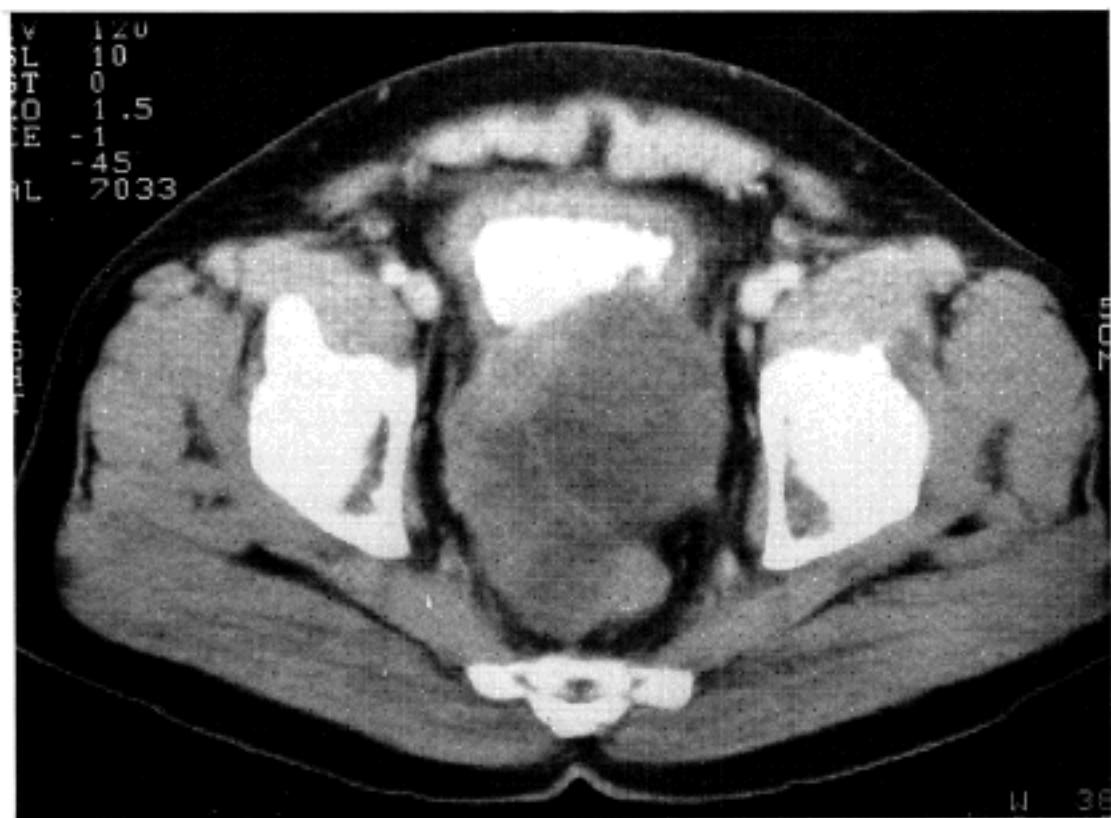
The pelvic CT scan showing a multilobulated, huge, focally cystic prostatic mass invading into the posterior wall of urinary bladder.
